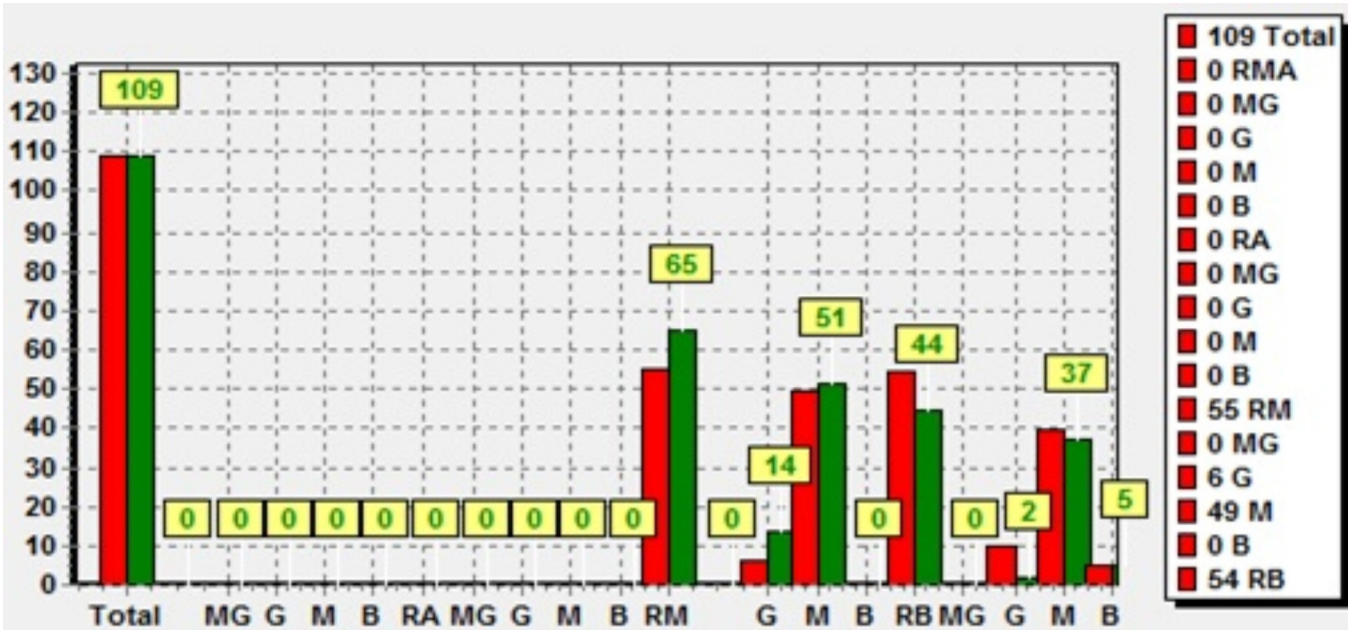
Histograma comparativo del nivel de riesgo inherente y residual (con tratamiento) para las secuencias accidentales con consecuencias muy graves (MG), graves (G), medias (M) y bajas (B). Nivel de riesgo alto (RA), medio (RM) y bajo (RB). En color rojo se presenta el riesgo residual y en verde el riesgo inherente (sin tratamiento)
